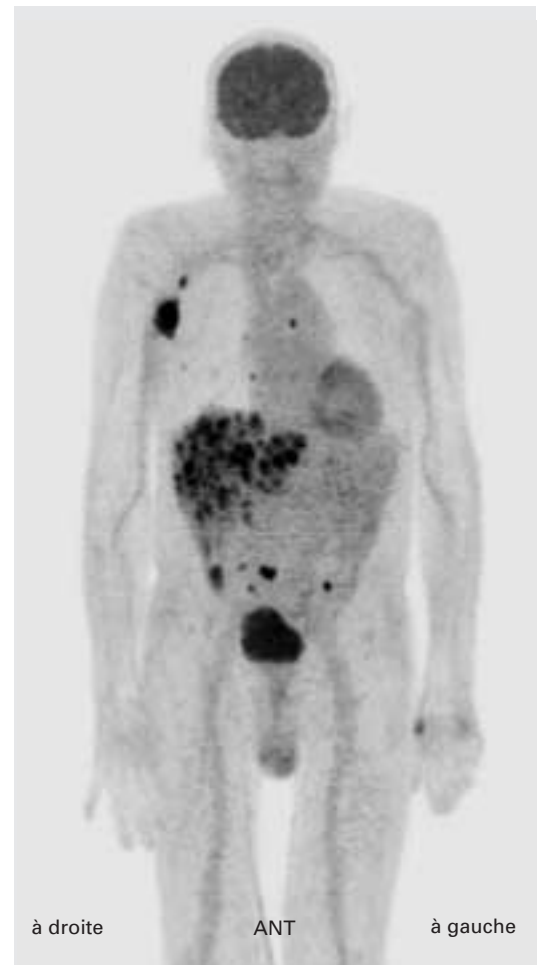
FDG-PET: métastase ganglionnaire axillaire d'un mélanome malin de localisation primaire inconnue diagnostiquée par FNP. Par l'examen FDG-PET, autres métastases dans ganglions lymphatiques, poumon, foie et os, donc pas d'intervention chirurgicale, mais traitement palliatif oncologique.
